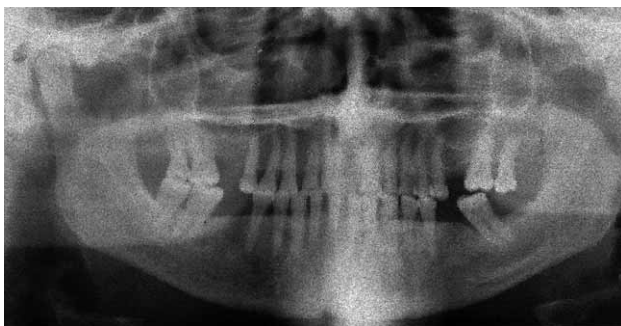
Ортопантомограмма. Разрушены верхушки межальвеолярных перегородок у $\frac{132}{43} \frac{28}{247}$. Имеются признаки активности процесса. Поддесневые отложения. Кариес $\overline{41}$.
